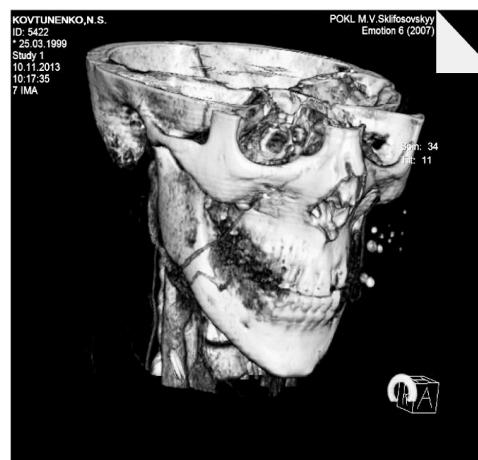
Компьютерная томограмма ребёнка К., 14 лет, с гемангиомой левой щеки (в сосудистом новообразовании определяются флеболиты).
